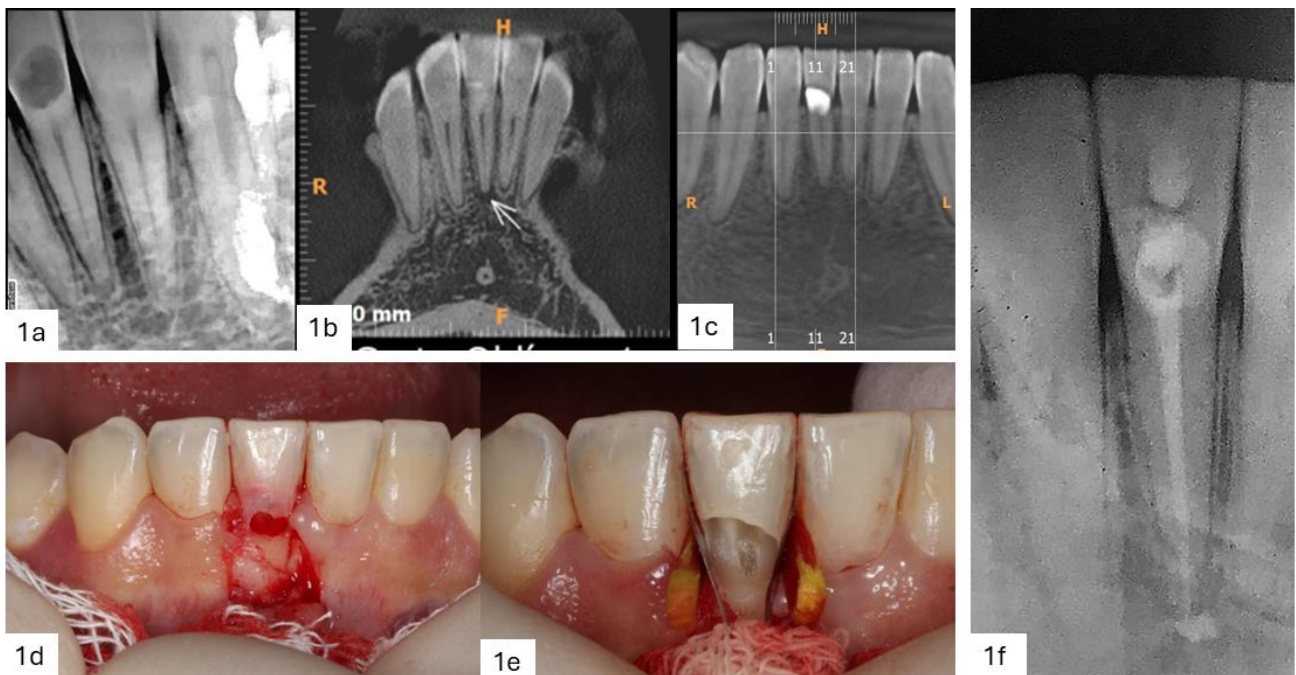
(a) Radiografia periapical. (b)(c) Tomografia Computadorizada Cone Beam. (d)(e) Exposição da reabsorção radicular externa. (f) Obturação do elemento 41.
